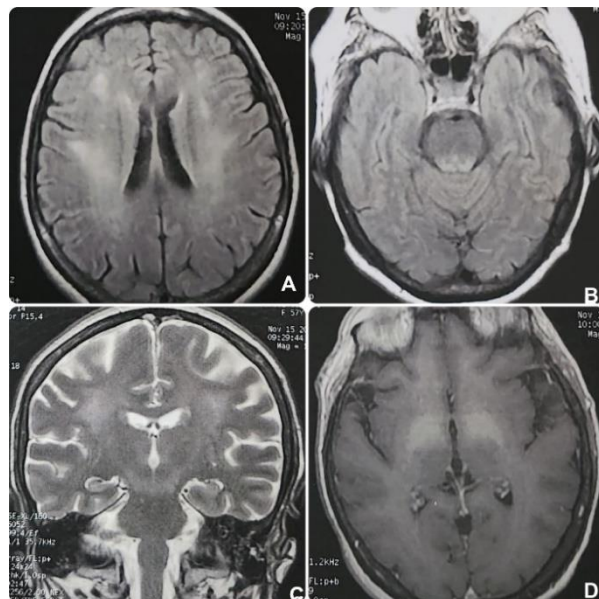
IRM cérébrale en coupe axiale T2 FLAIR (A,B) et en coupe coronale T2 (C) montrant des hypersignaux périventriculaires et périaqueducaux. Séquence T1 en coupe axiale (D) montrant un hypersignal striatale bilatérale.
